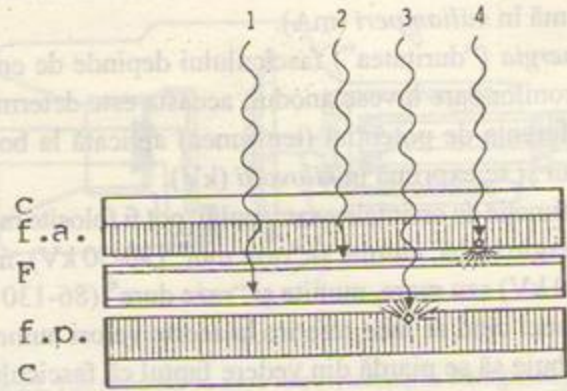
Obținerea imaginii radiografice prin utilizarea de folii (ecrane întăritoare). Fasciculul de radiații impresionează direct filmul purtînd o dublă emulsie (1 și 2). În același timp, el produce fluorescența celor două ecrane, care va impresiona simultan filmul, întărit în acest mod efectul chimic pe baza căruia se obține radiografia (3 și 4).
